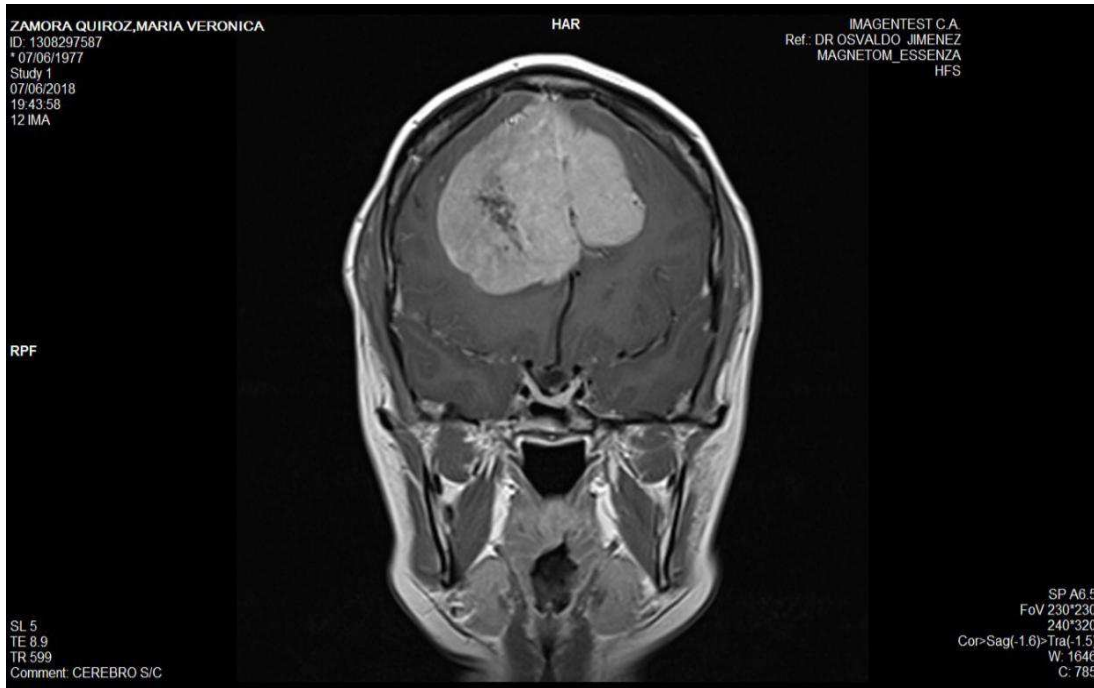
Imagen en resonancia magnética corte coronal en tiempo relajación t1 tras la inyección del contraste se visualiza claramente el relace de la lesión ocupante que dentro de la misma se encuentran áreas hipointensas de aspecto vascular necrótico
